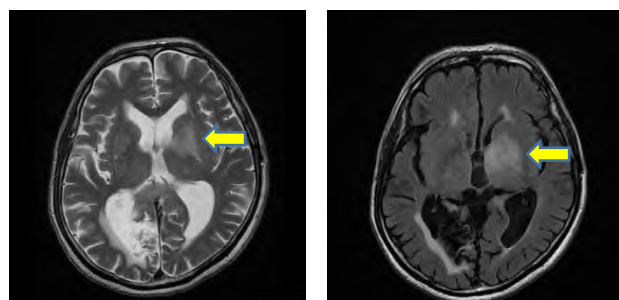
頭部 MRI(左から T2W1、FLAIR) (患者 4)
